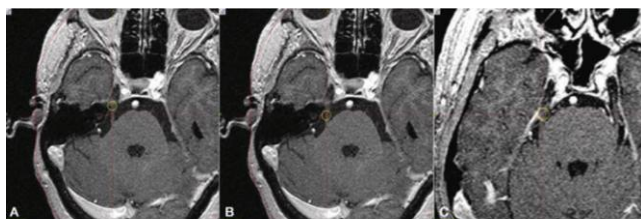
Axial magnetic resonance imaging (MRI) showing the 50% isodose line using (a) anterior target and (b) posterior target selection for trigeminal neuralgia radiosurgery. Target selection is possible only when there is a long nerve segment on MRI. (c) In some patients, a short cisternal nerve component anterior versus posterior target selection may be irrelevant.
